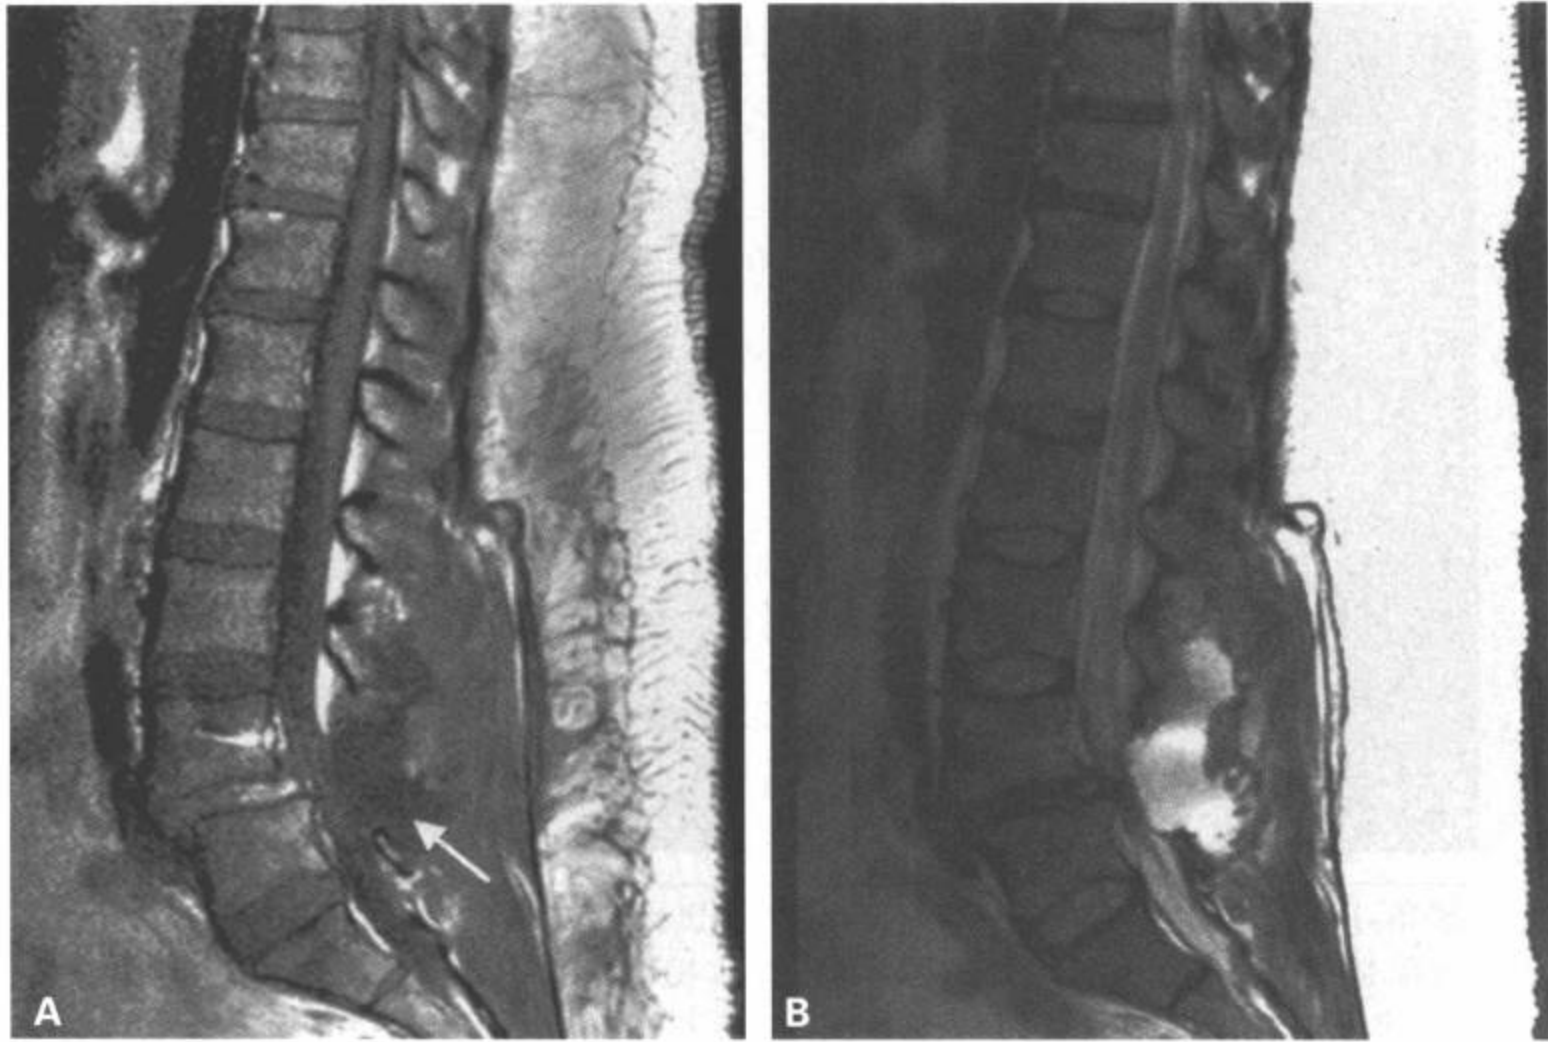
脑脊液漏。腰部椎管狭窄和脊柱滑脱的病人，做了L4-L5椎板切除和椎弓根螺钉融合。术后出现姿位性头痛。T1加权(A)和T2加权矢状面MRI(B)显示一处液体积聚(A中白箭)，符合脑脊液漏，显示筋膜似乎连续。病人通过卧床休息和腰部引流而成功治愈。
